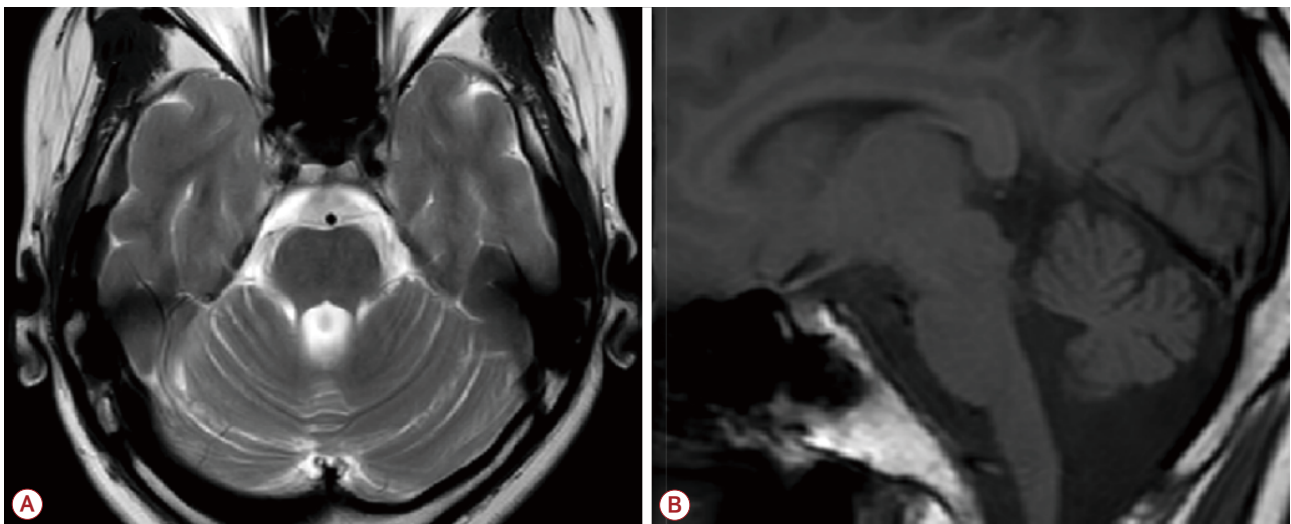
MRI images from the patient. (A) T2-weighted coronal slice showing mild cerebellar atrophy. (B) T2-weighted detailed sagittal slice to show the mild cerebellar and brain stem atrophy. MRI; magnetic resonance imaging.
